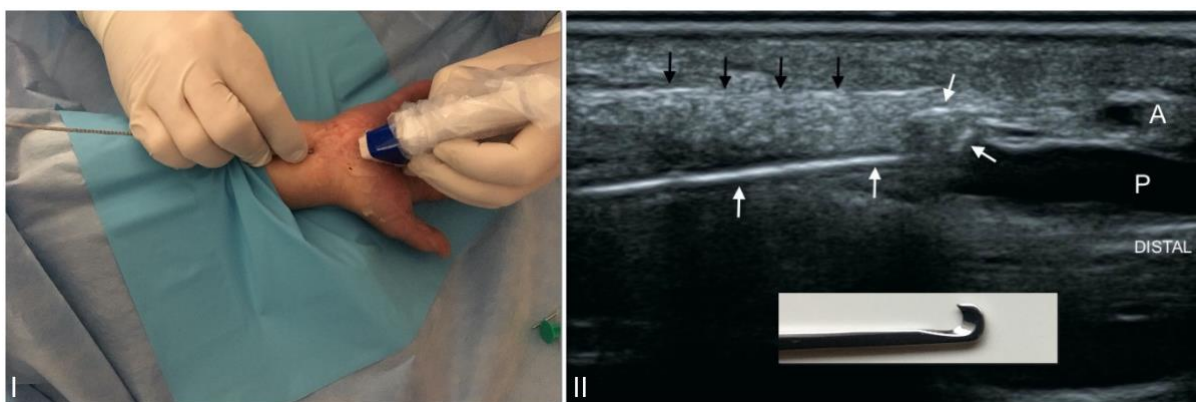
I. Wprowadzony haczyk, płaszczyzna haczyka równoległa do WPN. II. Obraz USG w płaszczyźnie podłużnej, widoczne echo haczyka tuż przy brzegu dystalnym WPN, charakterystyczne zwężenie WPN proksymalnie do przekroju tętnicy łokciowej
